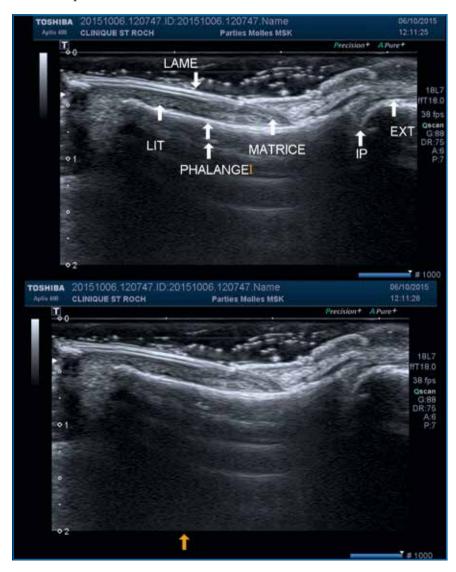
Ongle normal en échographie.
